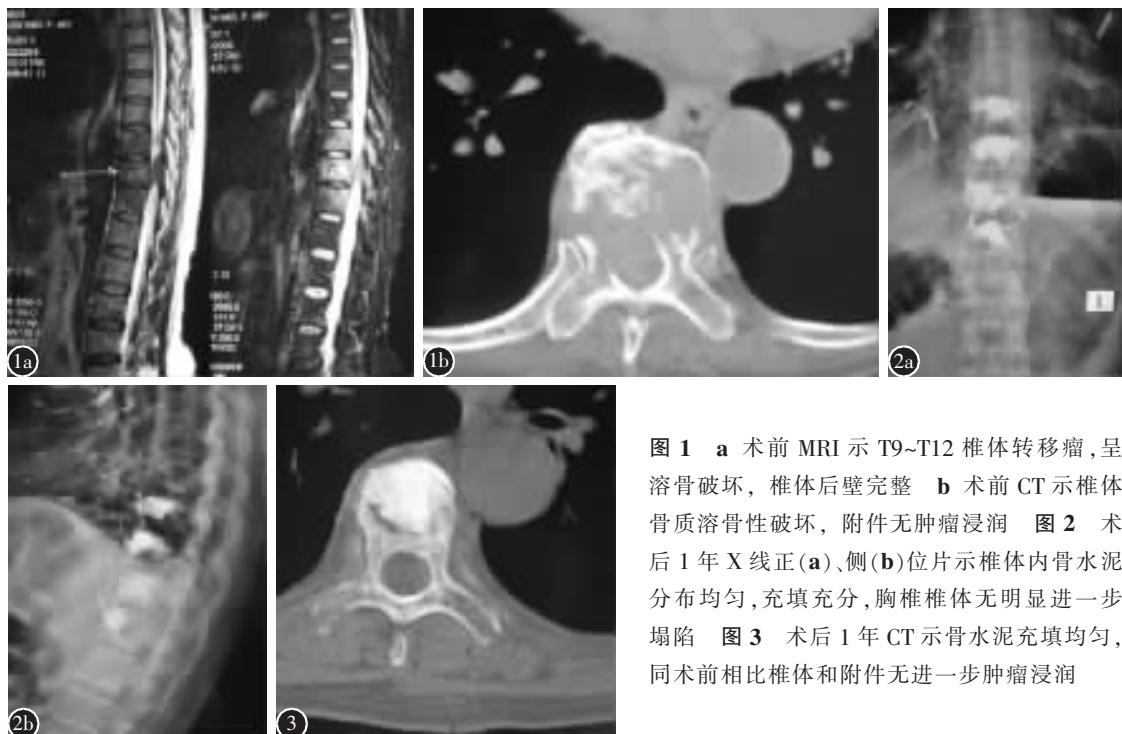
a 术前MRI示T9~T12椎体转移瘤,呈溶骨破坏,椎体后壁完整 b 术前CT示椎体骨质溶骨性破坏,附件无肿瘤浸润 图2 术后1年X线正(a)、侧(b)位片示椎体内骨水泥分布均匀,充填充分,胸椎椎体无明显进一步塌陷 图3 术后1年CT示骨水泥充填均匀,同术前相比椎体和附件无进一步肿瘤浸润
